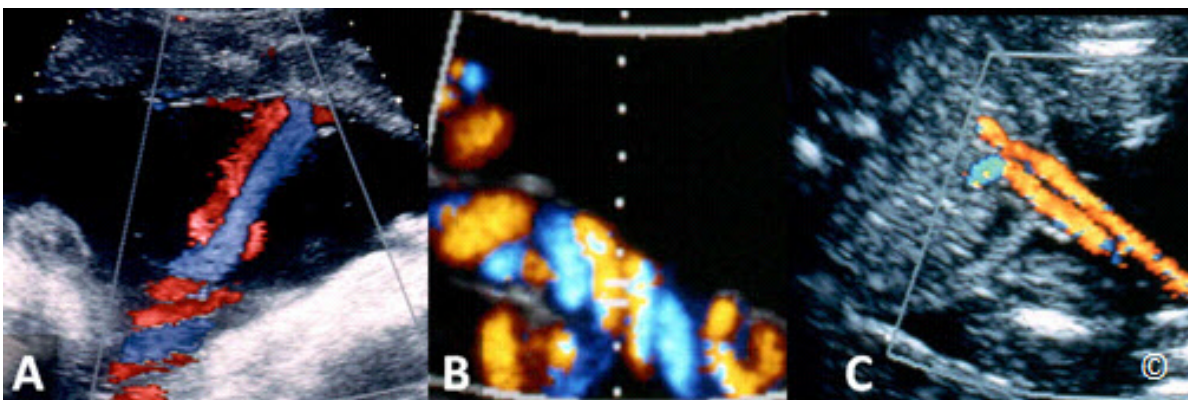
Modo Doppler de color que muestra el cordón umbilical en su inserción en la placenta de (A), un asa libre en la cavidad amniótica (B), y en la inserción abdominal fetal (C).
